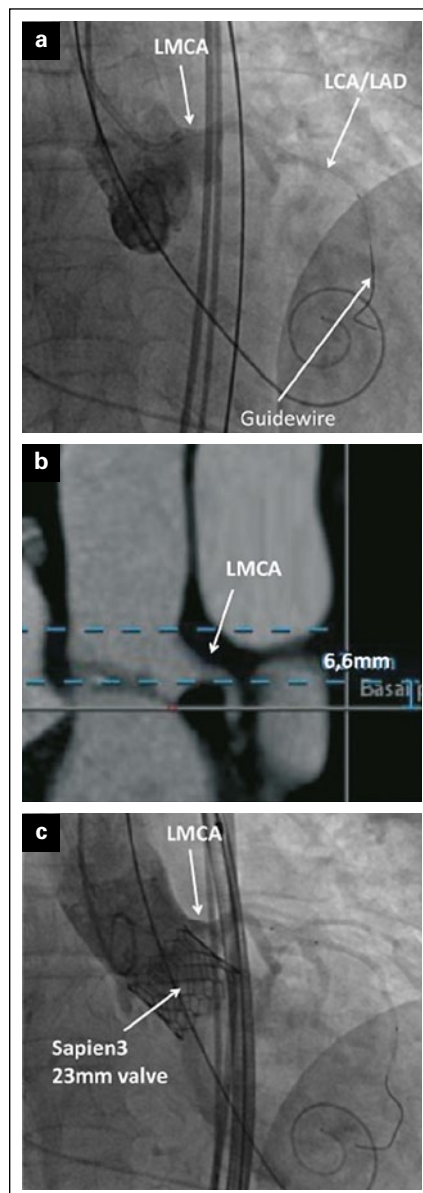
Tiefenthaller G, et al. (a): Guidewire protected LCA pre-valve implantation; (b): Planning CT-LMCA; (c): Post-valve implantation with a good left coronary perfusion.
